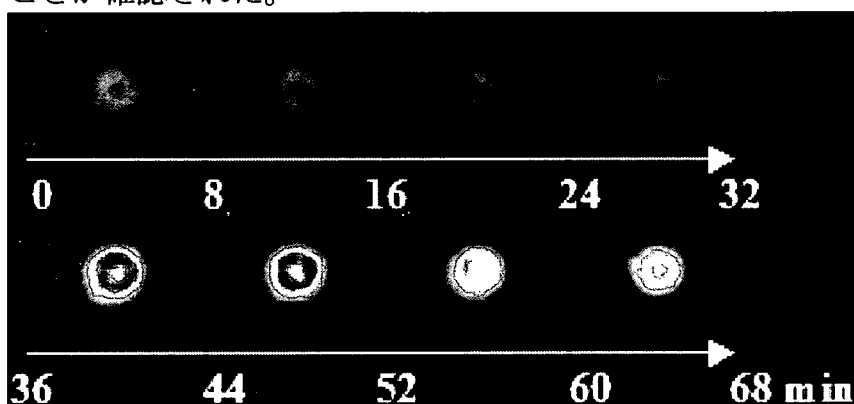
覚醒下ラットのTl-201による心筋SPECT時系列画像。36分間隔でTl-201を2回投与、2回目投与前に血管拡張剤による負荷を与えた。
